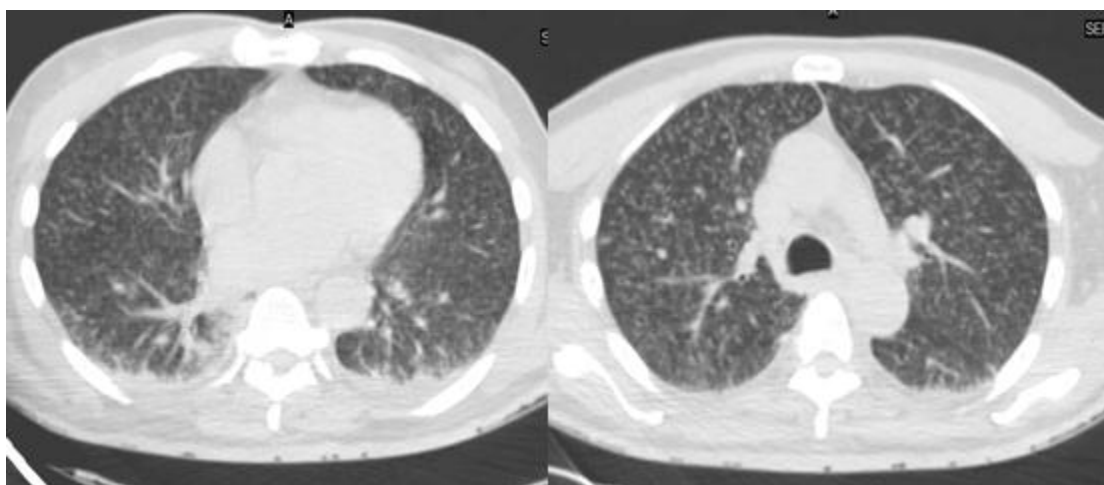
Tomografía simple de tórax.
